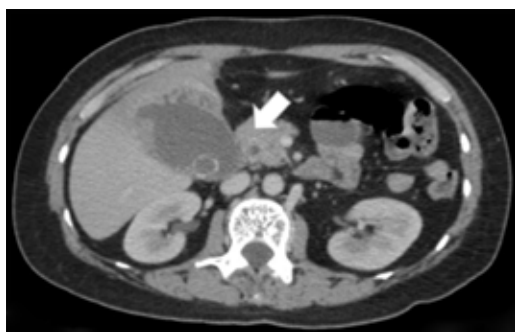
Tomografía axial computarizada en plano axial con contraste intravenoso en fase venosa. Se visualiza vesícula biliar (flecha) expandida con lito localizado hacia el cuello vesicular, la pared del fondo se visualiza discontinua hacia el parénquima hepático con edema asociado.
